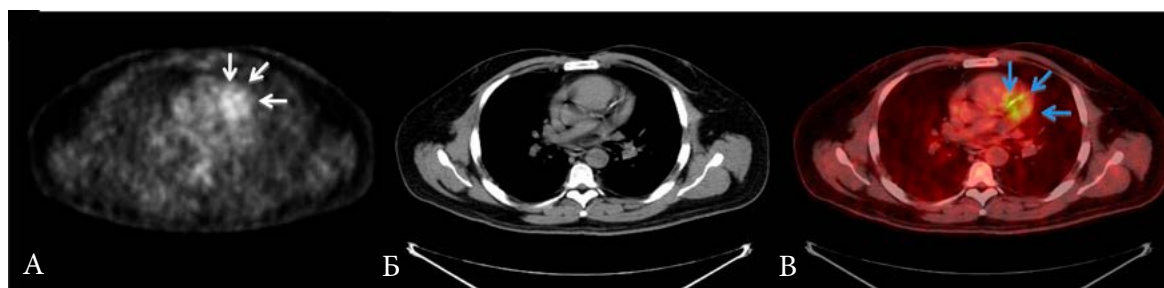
Изображения АСБ (стрелки) в коронарных артериях у пациента с хорошей подготовкой к исследованию (с подавлением накопления  $^{18}\text{F}$ -ФДГ в миокарде). А. ПЭТ. Б. МСКТ. В. ПЭТ/КТ [429].
